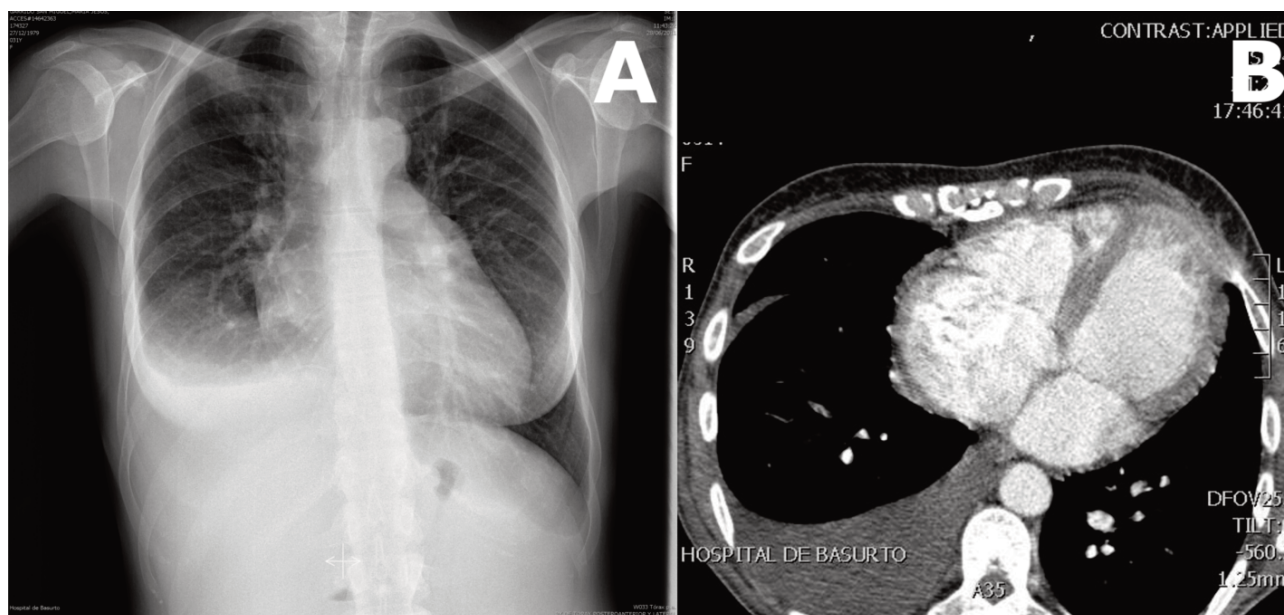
A). Radiografía de tórax al ingreso. B). AngioTAC de arteria pulmonar que muestra cardiomegalia con dilatación de cavidades derechas y moderado derrame pleural derecho.
